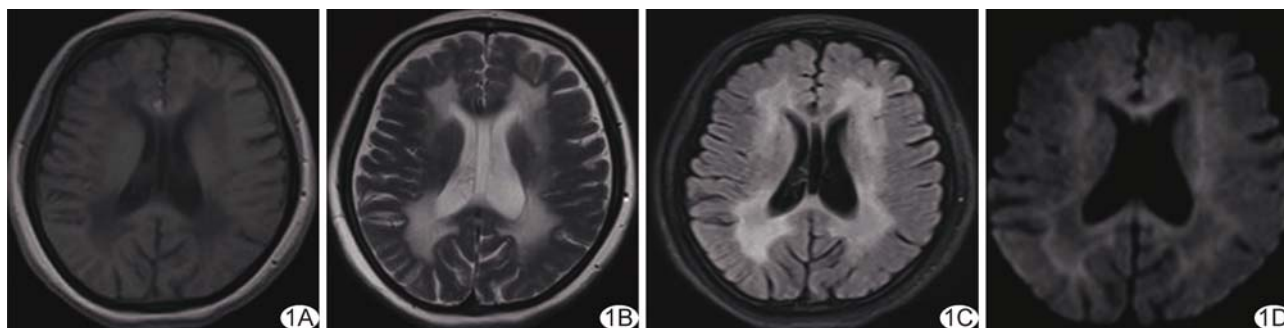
成人型 VWM 的头部 MRI 表现 A. T1WI; B. T2WI; C. FLAIR; D. DWI
